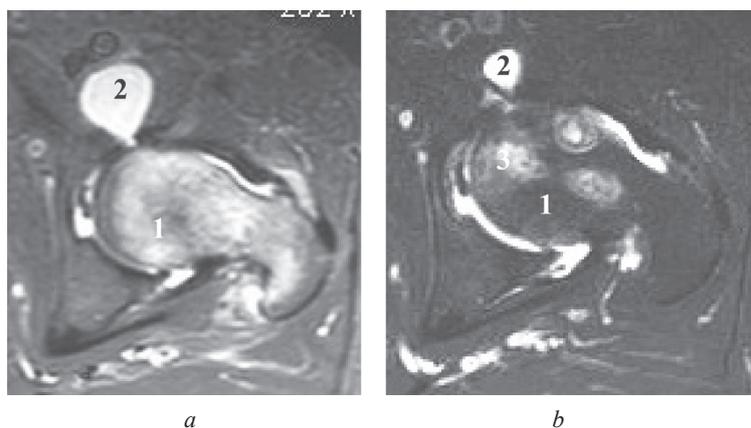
МР-томограммы тазобедренного сустава пациента Е., 40 лет, с остеонекрозом головки бедра: *a* – до операции; *b* – через 12 мес. после декомпрессии (1 – уменьшение зоны отека костного мозга, 2 – уменьшение количества выпота в суставе; 3 – зона ремоделирования очага некроза). STIR режим, аксиальная проекция
